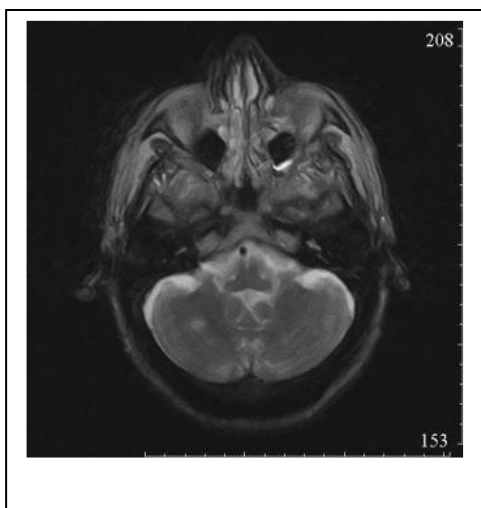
б. Пациент В., 72 лет, МРТ головного мозга. Режим FLAIR, аксиальная проекция. Ишемия в правой гемисфере мозжечка
